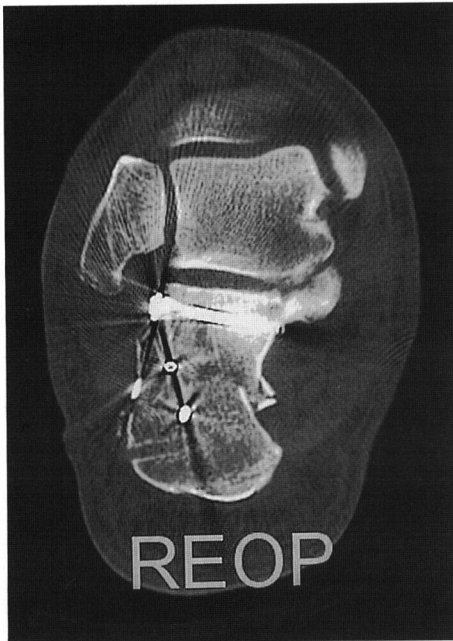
Postoperative CT scan showed anatomical reduction of posterior facet of the calcaneus.
